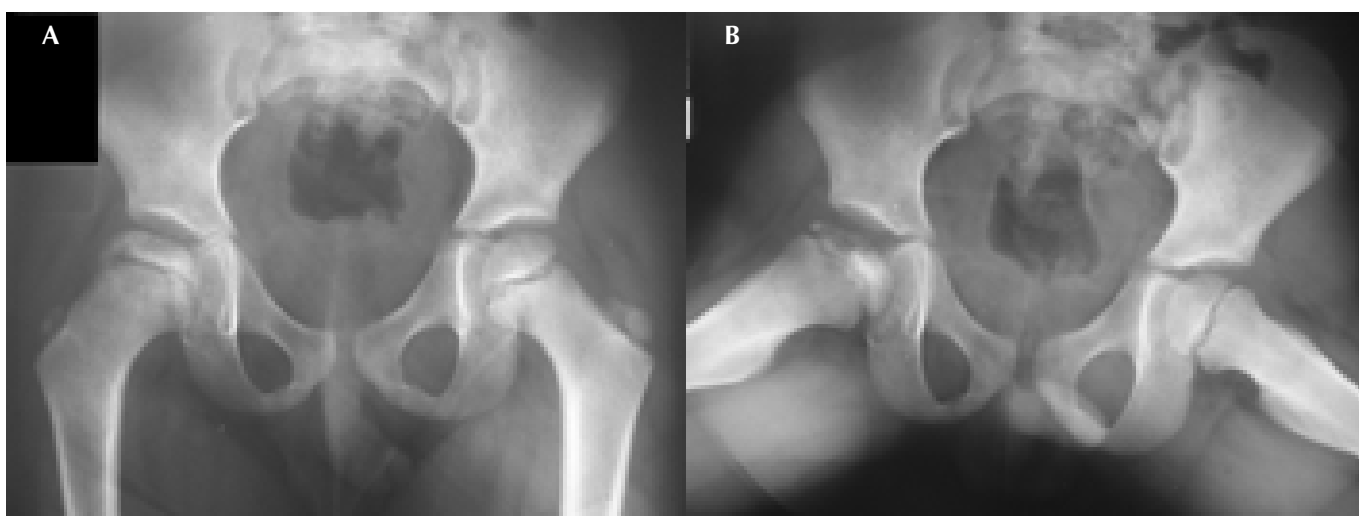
Radiografias do quadril (AP, A, e *frog-leg*, B) um ano após o término do tratamento
